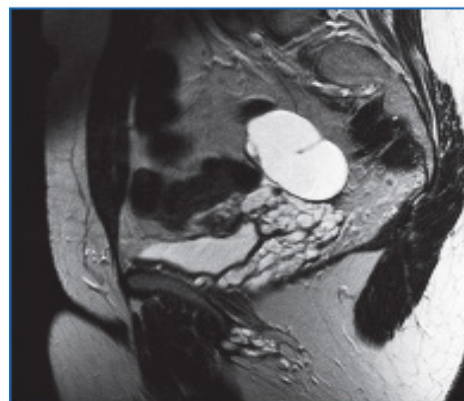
Гидросальпинкс (МРТ)
